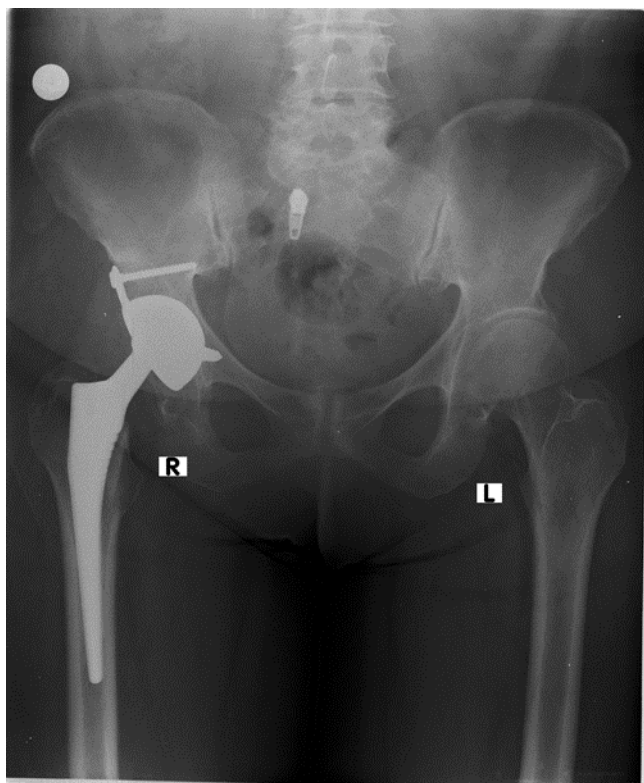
X-Ray after surgery
